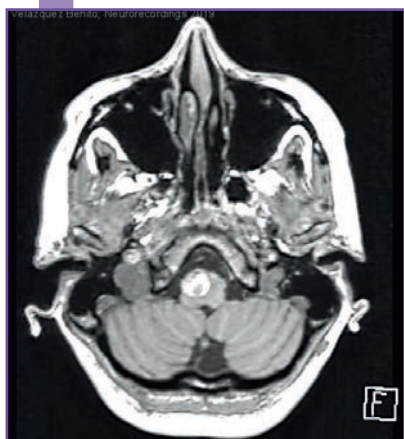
RM cerebral que muestra lesión hiperintensa de aspecto heterogéneo localizada a nivel bulbar derecho compatible con cavernoma.
